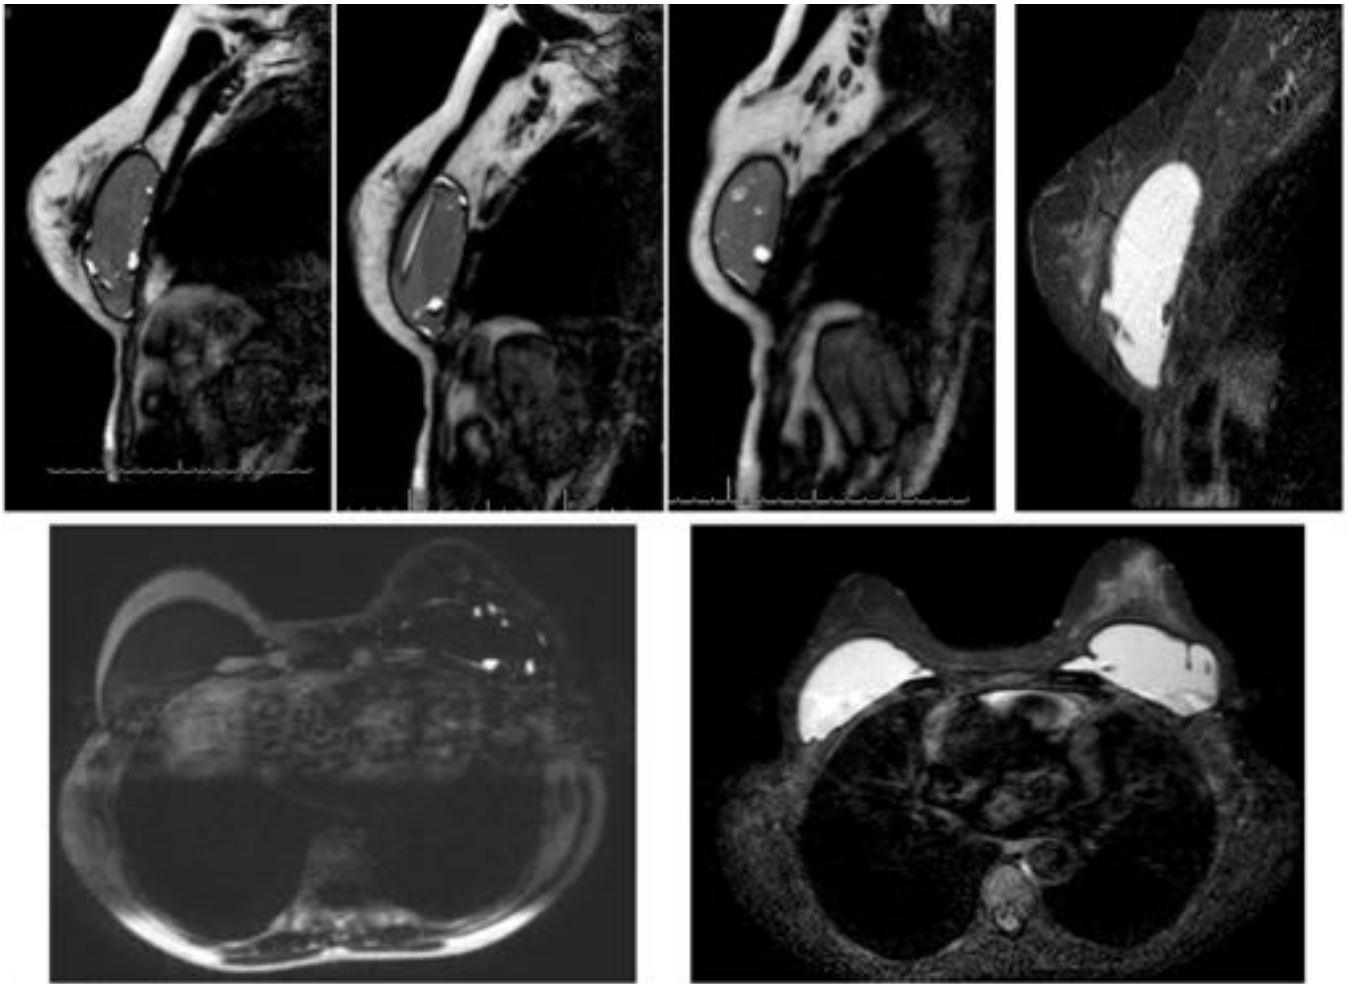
Misma paciente de la figura 20. Imágenes por RM, sagitales y axiales, de secuencias con supresión de grasa y silicona (izquierda) y con supresión de grasa y agua (STIR-FLAIR, derecha) muestran el signo de la gota ó del aceite de ensalada en un gel heterogéneo. No se aprecian signos concluyentes de rotura protésica. La paciente decidió someterse a explante y recambio; en la cirugía no se apreciaron signos macroscópicos de rotura del implante.
